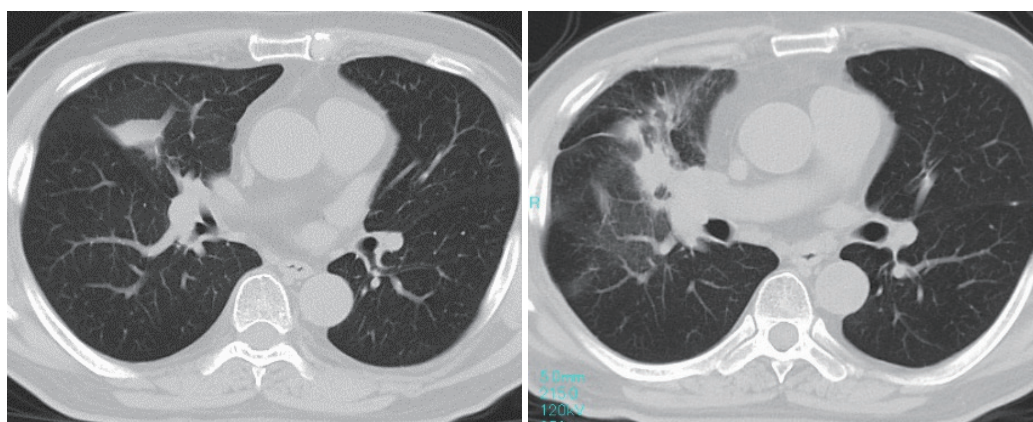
CT (左：治療2ヶ月後、右：治療12ヶ月後)
